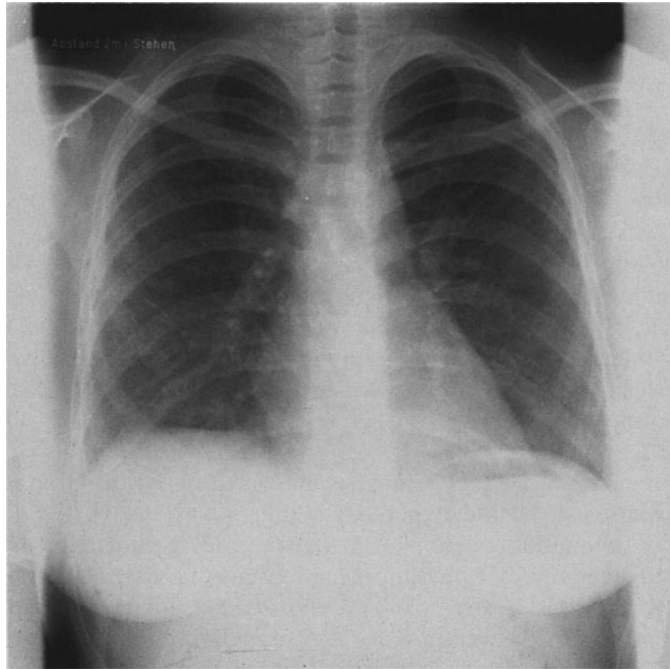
Deutliche klinische und röntgenologische Besserung nach 1 Woche Therapie (pH 7.5, P_{aCO_2} 40 mm Hg, P_{aO_2} 68 mm Hg unter Luftatmung)
